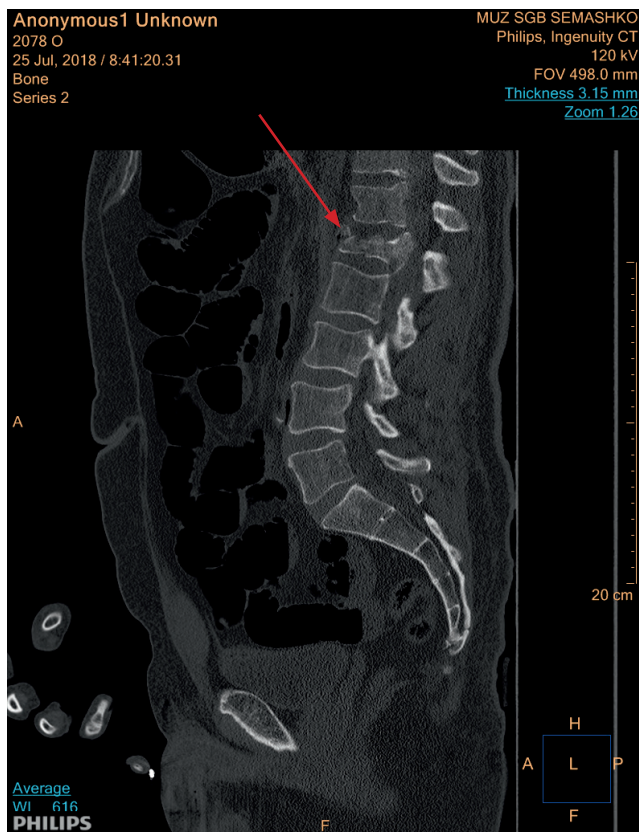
Перелом 1 поясничного позвонка со смещением осколков в позвоночный канал, отмечен стрелкой (КТ-исследование гр-на Б.)
